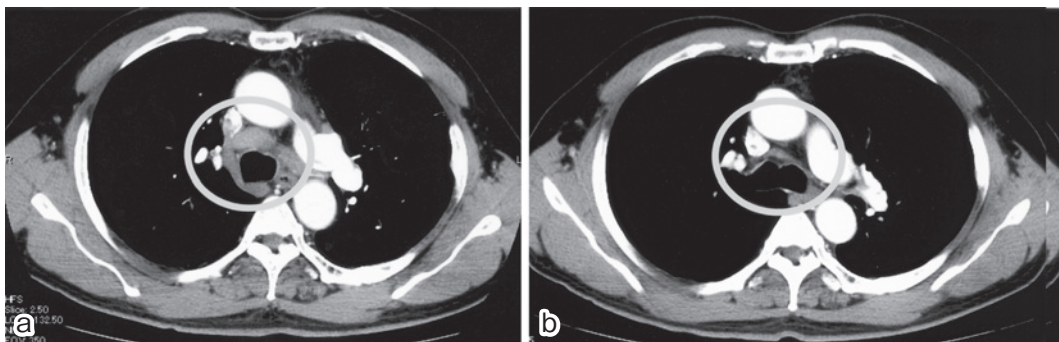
Chest CT scans of hilar-mediastinal lymphadenopathy on admission (a) and 2 months after the initiation of gefitinib treatment (b).
